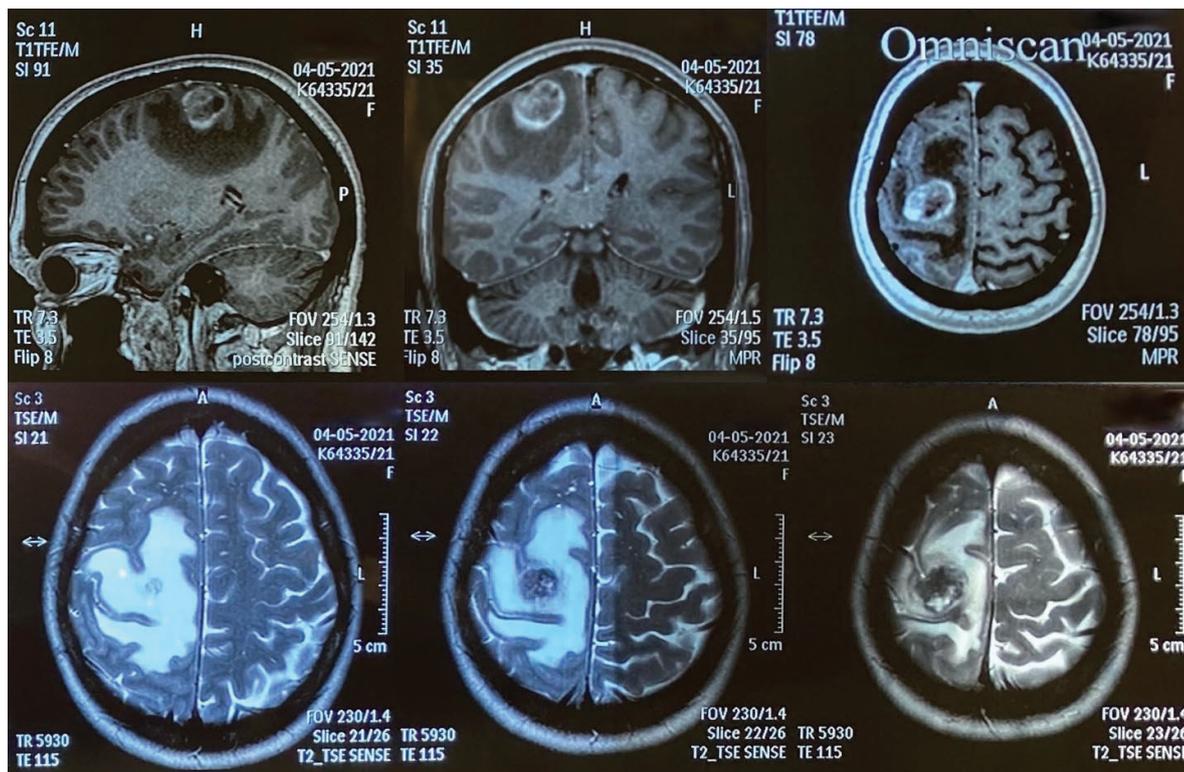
МРТ головного мозга (май 2021 г.)
